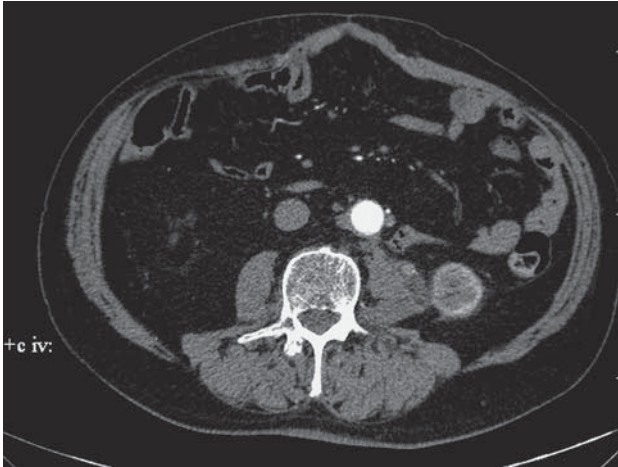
КТ-изображение образования в просвете мочеточника по задненаружной стенке дистальнее лоханочно-мочеточникового перехода на 10,0 мм, артериальная фаза исследования.
